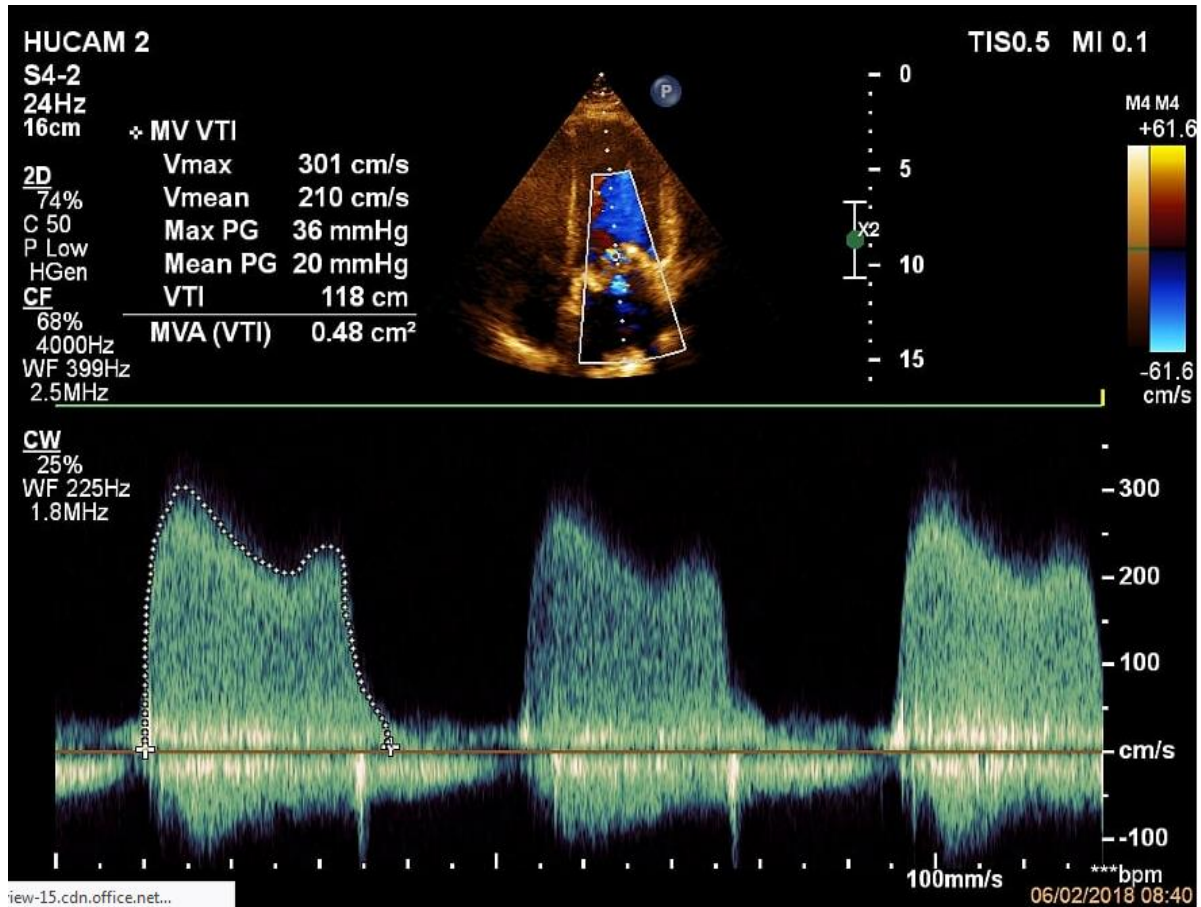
Ecocardiograma demonstrando piora dos gradientes
